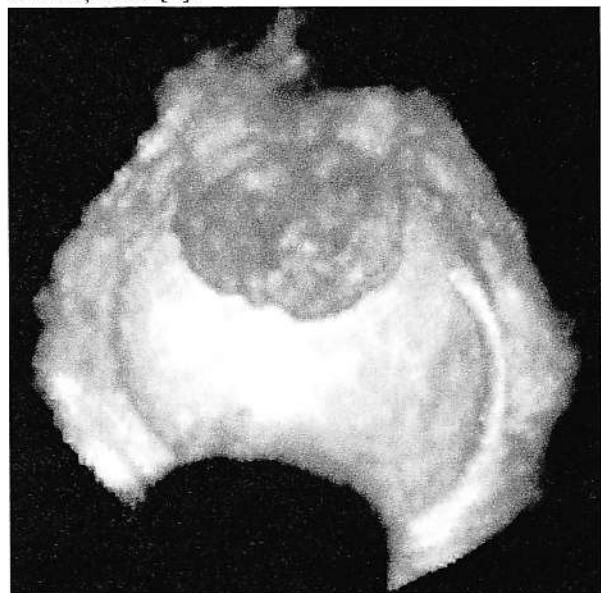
Neoplasm rectal – formă polipoidă (același caz cu fig. 8) – imagine mărită, obținută după „prelucrarea” volumului ecografic.
